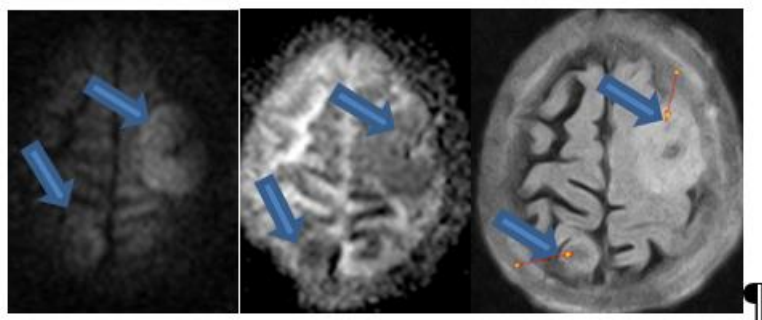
15.08.2019. МРТ, режимы DWI (а, б) и FLAIR (в).
